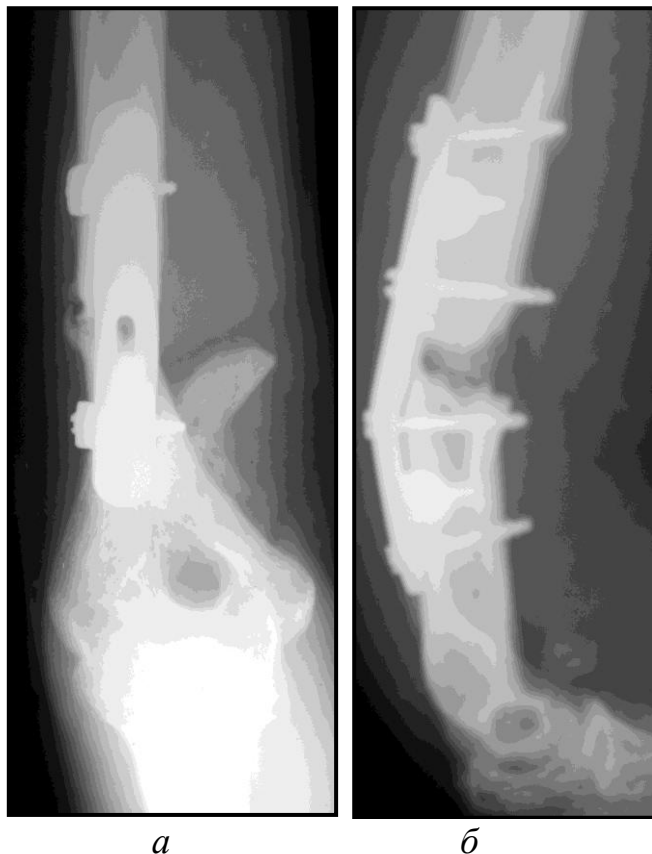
Рентгенограммы правой плечевой кости больного Т, 27 лет, и/б №1997. Давность травмы 14 нед. Несостоятельность накостного остеосинтеза плечевой кости, замедленная консолидация.
